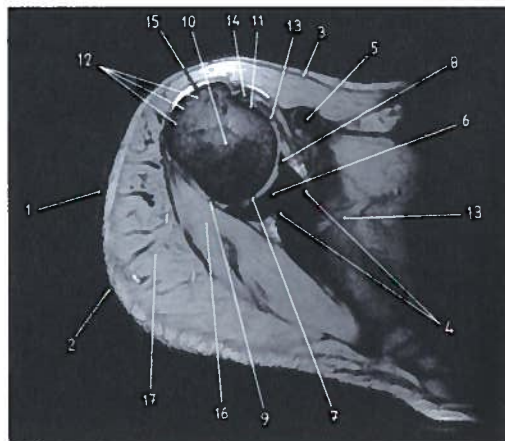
Corte RM axial para estudo do ombro direito
